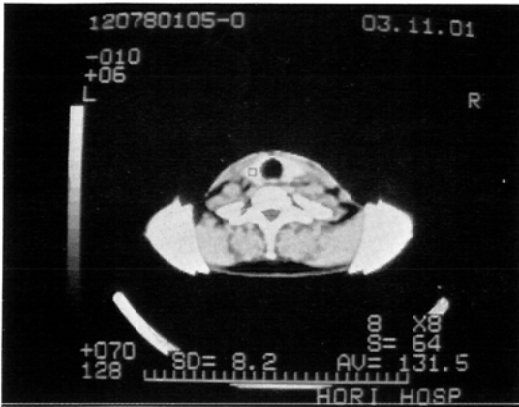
CT image of the neck. The thyroid can be seen clearly and a suitable ROI is determined.
